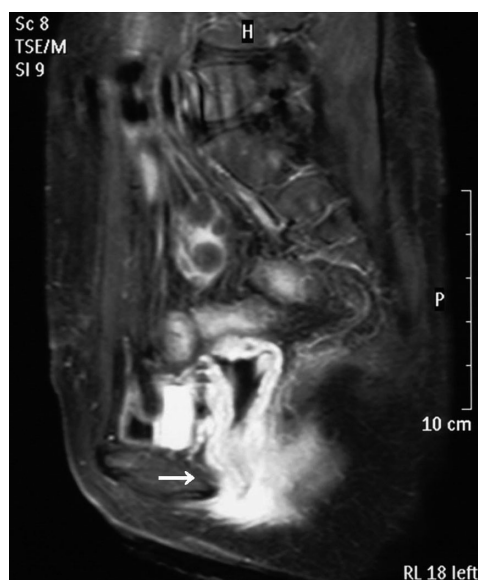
T2-weighted MRI revealed a diffuse thickening of the vaginal wall (arrow).
